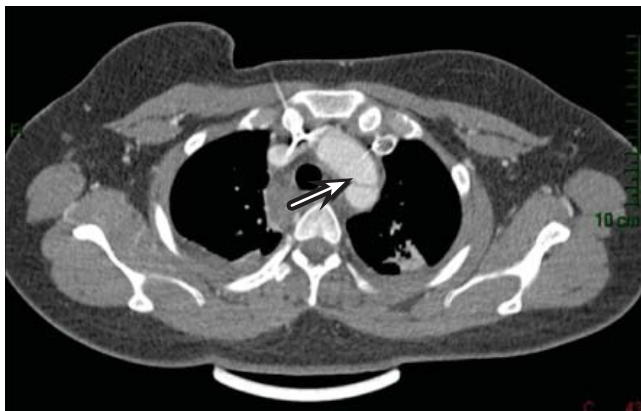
Tomografía axial contrastada de tórax donde se muestra flap en el sitio de la disección aórtica.
